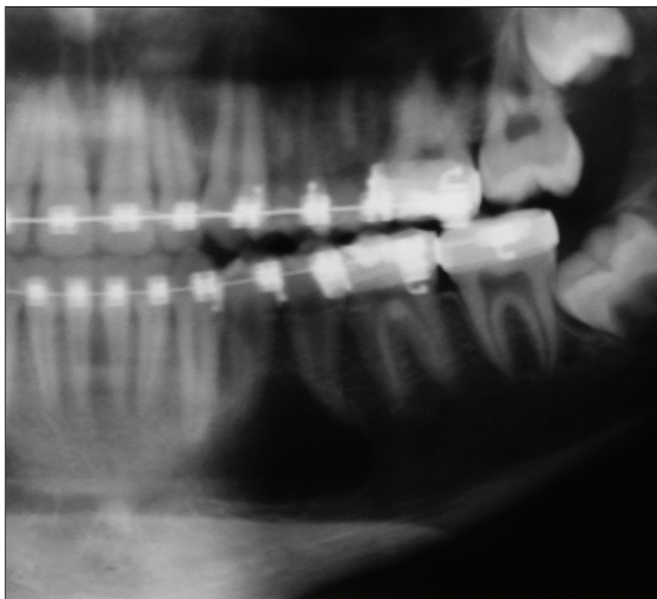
Radiografia panorâmica mostrando uma lesão radiolúcida unilocular no corpo mandibular esquerdo. A radiotransparência exibe o festonamento clássico em volta dos ápices dos pré-molares.
